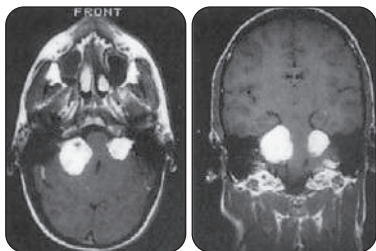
IRM avec rehaussement montrant un neurinome de l'acoustique bilatéral
